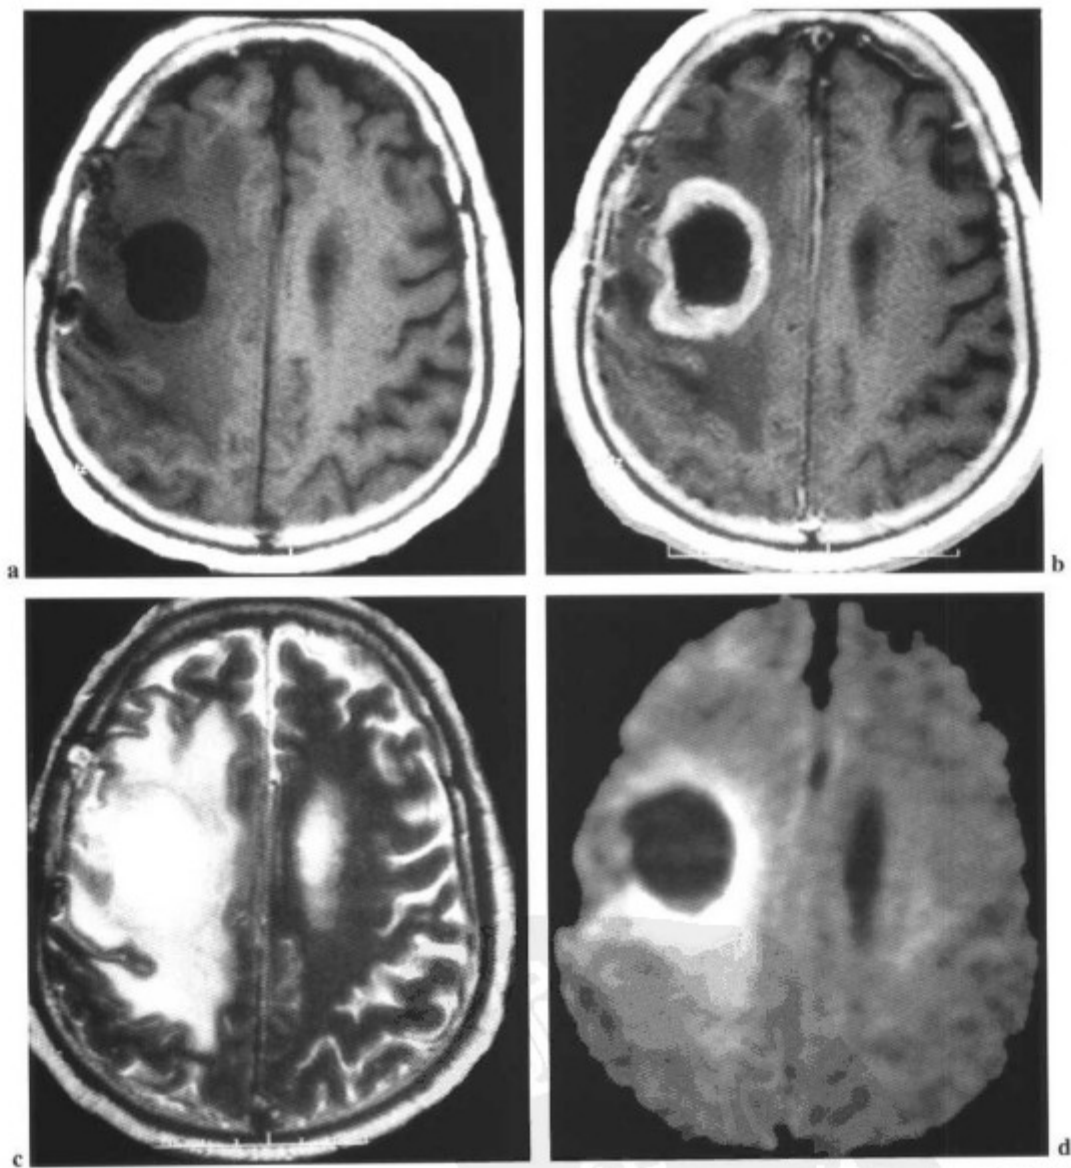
(a) 多形性胶质母细胞瘤显示 T1WI 低信号; (b) 环形强化和 (c) T2WI 上周围水肿。 (d) 在 DWI 上病灶呈低信号。
